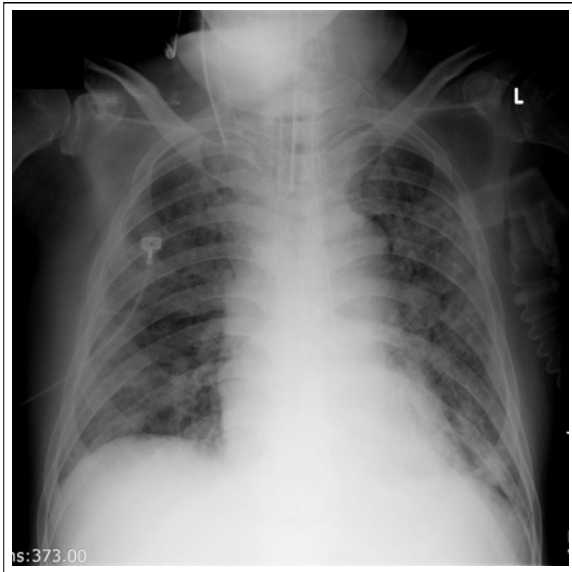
Chest radiography shows
